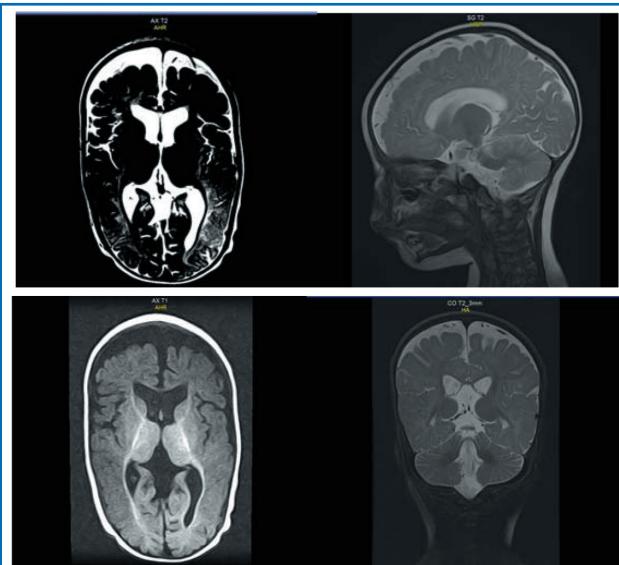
МРТ головного мозга пациента А.
